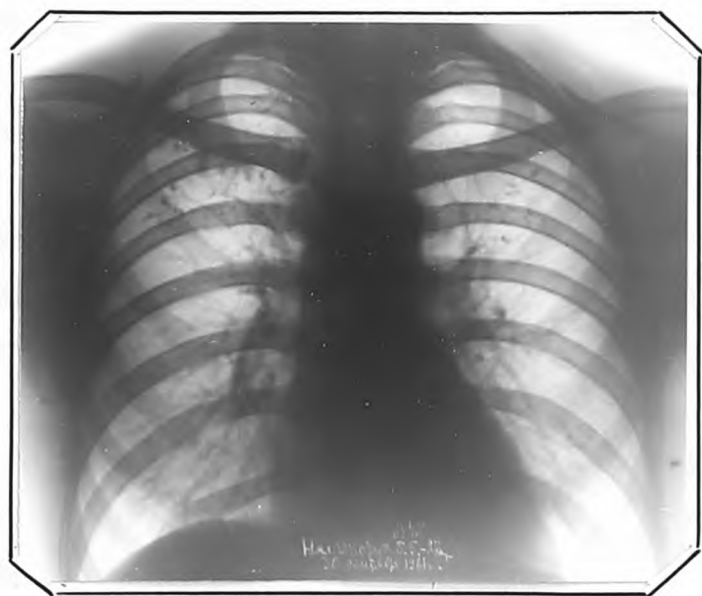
Рентгенограмма г.Н., от 30.1X.1961 г. (через 7 лет после выпуска пневмоторакса). С обеих сторон, на фоне рубцовых изменений, обозначительные очаги
